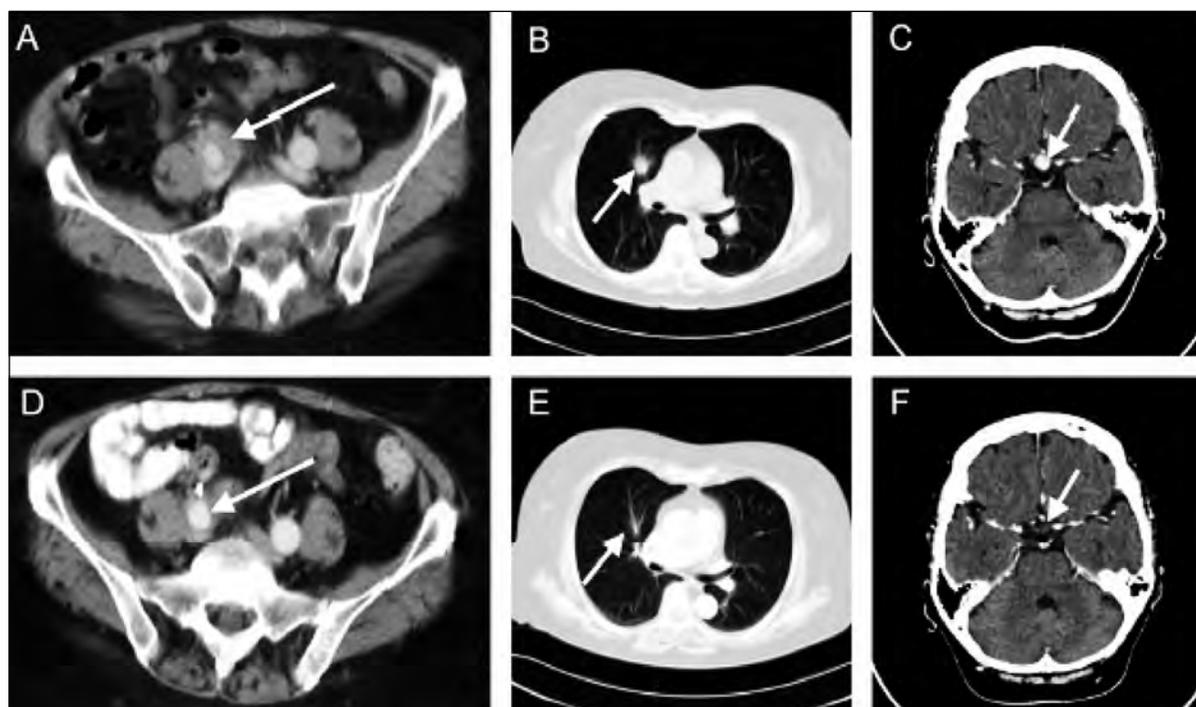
КТ брюшной полости (A, D), грудной клетки (B, E) и головы (C, F) с опухолью в виде футляра по ходу правой подвздошной артерии (A); опухоль в верхней доле правого легкого (B); опухоль в области гипофиза (C) (отмечены стрелками) и после стероидной терапии (D-F). Томограммы после стероидной терапии (D-F) демонстрируют регресс опухоли. (цит. по Hans J. J. van der Vliet, [16])
